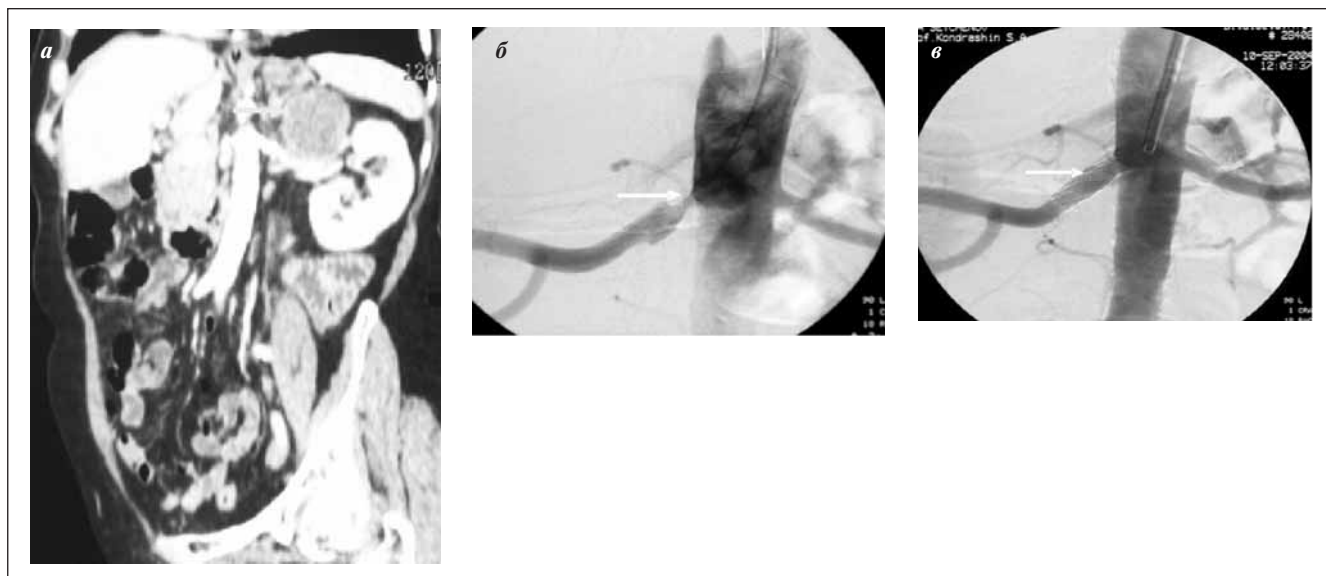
Больная Б., 75 лет. Опухоль левой почки, стеноз правой почечной артерии: а — МСКТ, МПР; б, в — обзорная аортограмма до и после стентирования
